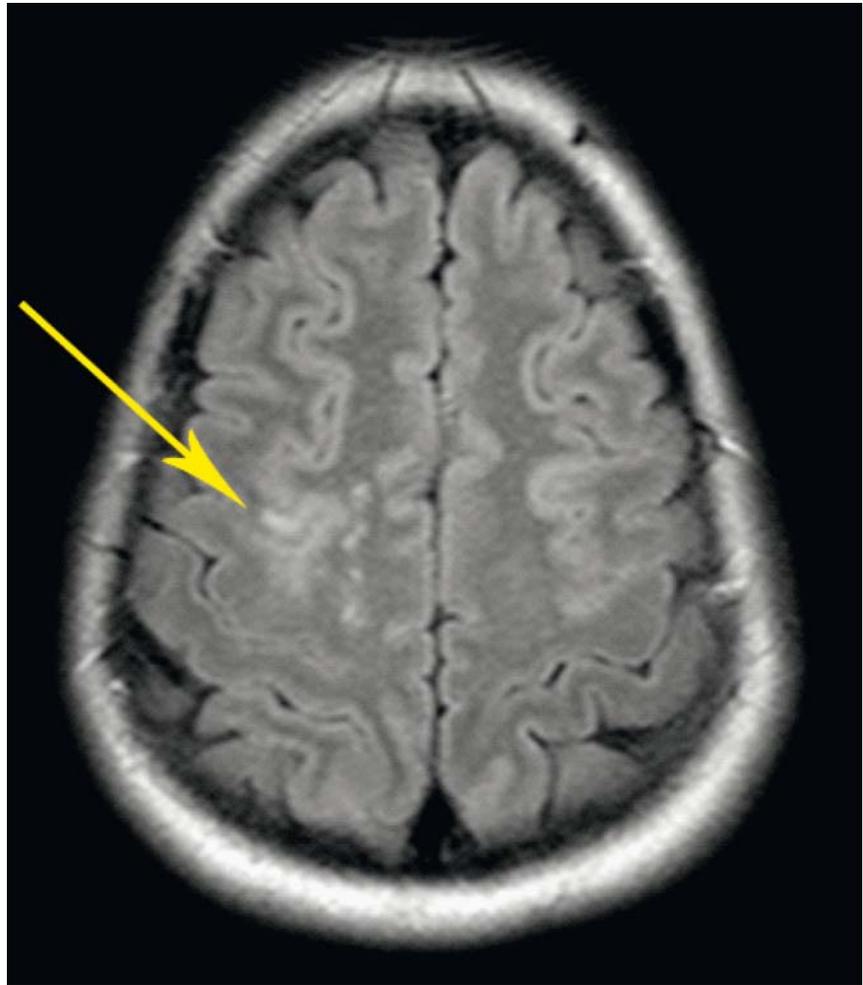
MRT des Schädels: kortikale und subkortikale Signalveränderungen frontal und parietal (Pfeil), vereinbar mit einem reversiblen Enzephalopathiesyndrom.
